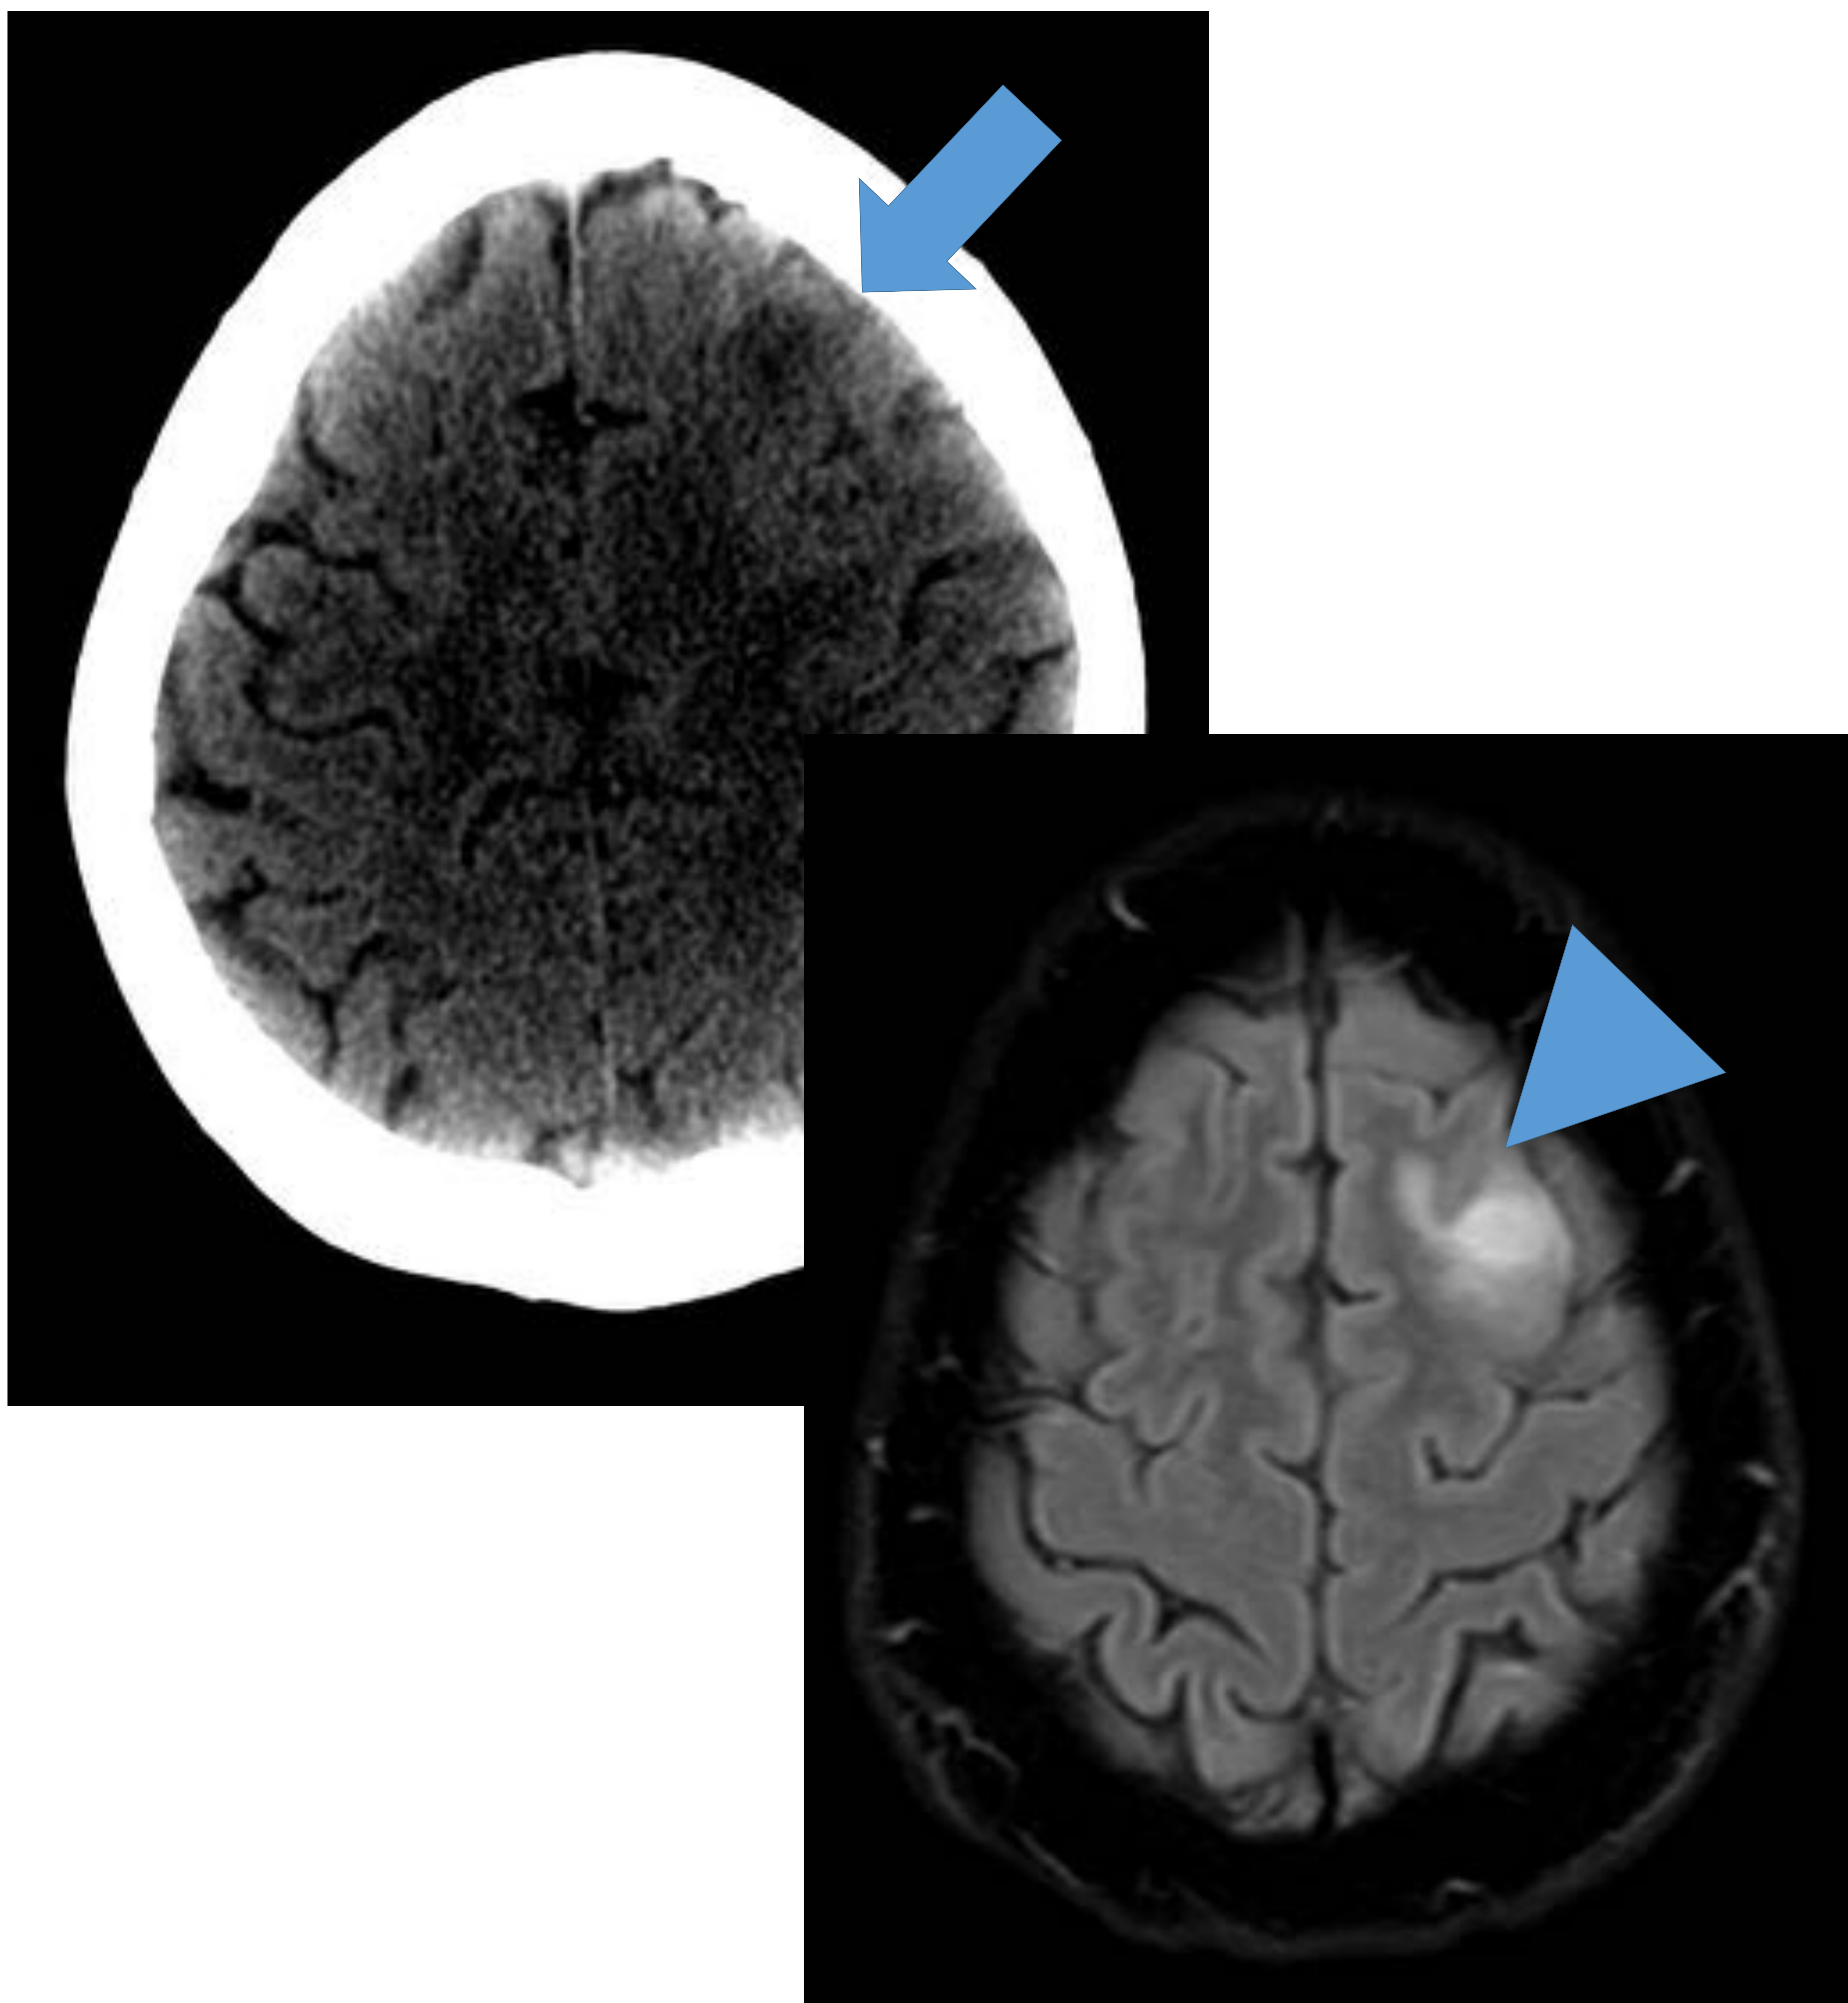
Varón de 35 años con lesión ocupante de espacio frontal izquierda hipodensa (flecha). Apreciamos una asimetría respecto al lado contralateral. En la RM se aprecia una lesión ocupante de espacio hiperintensa en T2, con alteración de señal del parénquima adyacente (punta de flecha).
